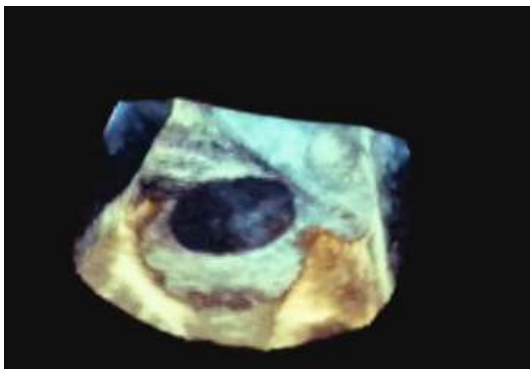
Defecto visto por ecocardiografía transesofágica.
